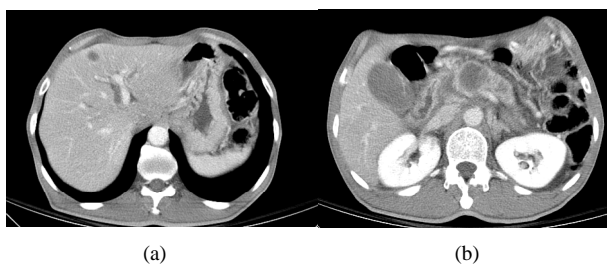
A patient's CT image revealed biliary tree and pancreatic duct dilatation, which resulted from a pancreatic tumor. A liver metastasis is also noted
